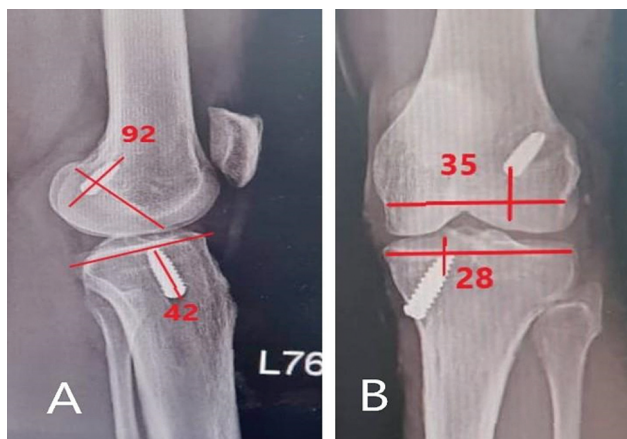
Avaliação radiológica das posições dos túneis em radiografias pós-operatórias. A) Posições coronais dos túneis femoral e tibial. B) Posições sagitais dos túneis femoral e tibial.
